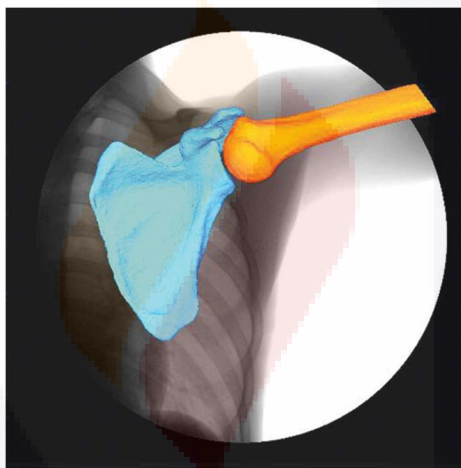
Mecánica de hombro mediante radiografía en abducción a 90°
